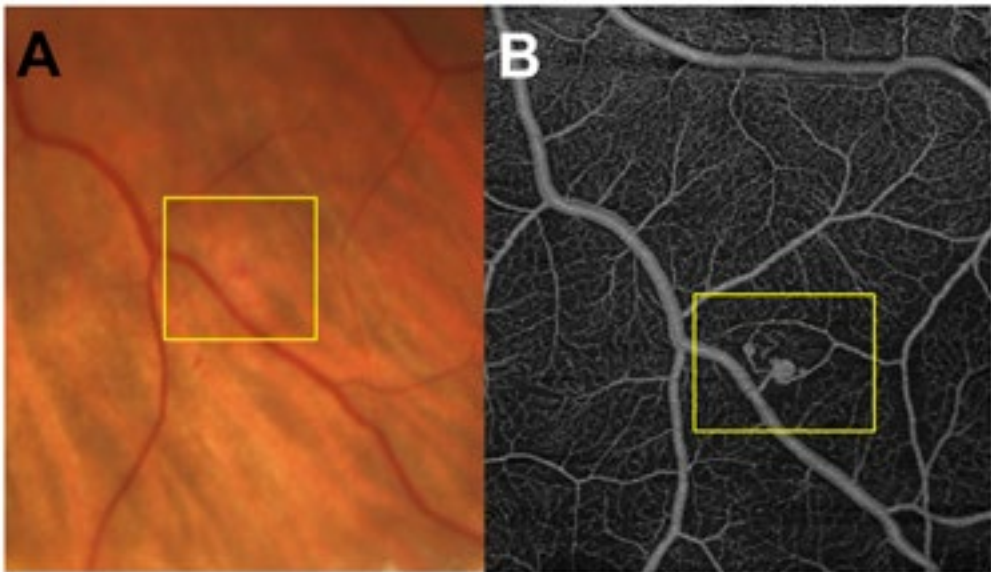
Neues kleines retinales Hämangioblastom (Mikroangiom). (A) Fotoaufnahme. Aufgrund ihrer sehr kleinen Größe werden Mikroangiome mittels der bisherigen Untersuchungstechniken ab und an übersehen. (B) Darstellung des Tumors mittels Optischer Kohärenztomografie Angiografie (OCTA). Die Darstellung des Tumors mittels OCTA ist wesentlich einfacher, sodass eine Früherkennung auch bereits sehr kleiner Gefäßveränderungen ermöglicht wird. Abbildung: Michael Reich, Klinik für Augenheilkunde, Universitätsklinik Freiburg.
